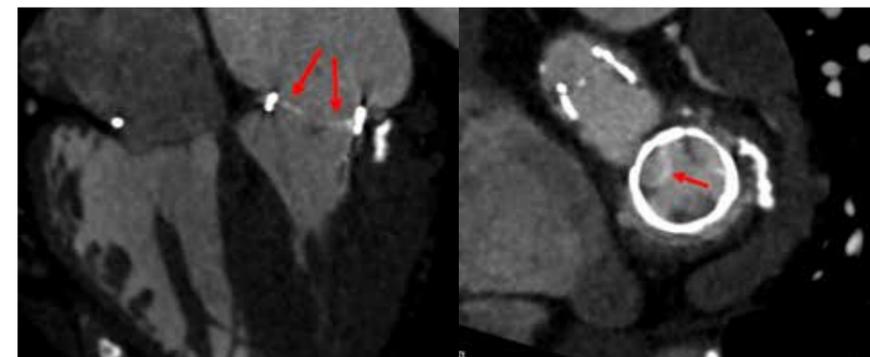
CT-Darstellung einer degenerierten Mitralklappen-Bioprothese im 4-Kammer-Blick und Kurzachsenorientierung (verkalkte Prothesensegel durch Pfeil markiert).
